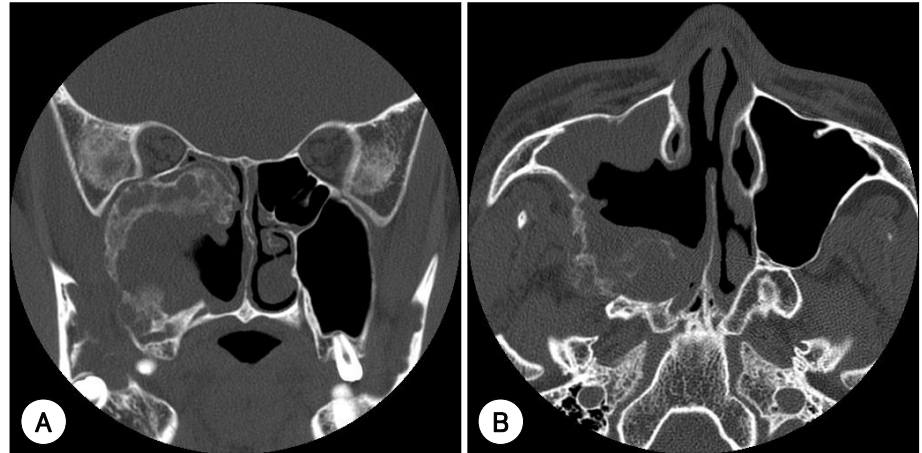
Postoperative paranasal CT images show remnant mass in posterolateral wall and mucosa polypoid change in anterior wall of right maxillary sinus. A : Coronal view. B : Axial view.
